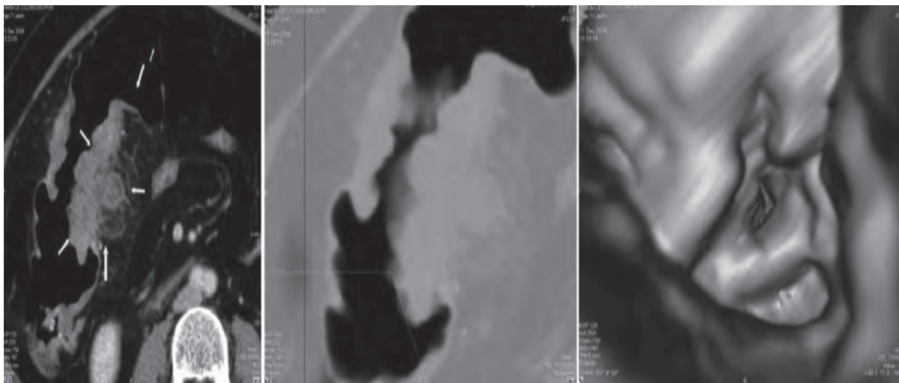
МСКТ и спиральная колонография.
